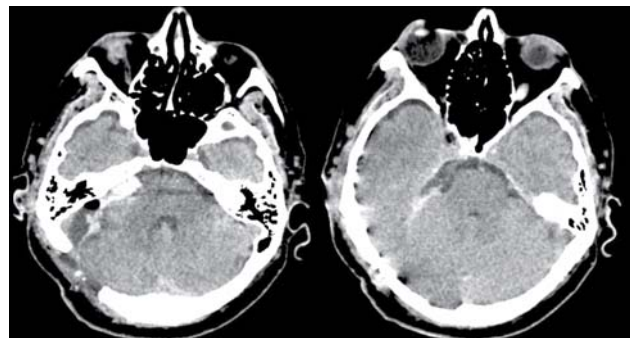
The performed brain CT.
